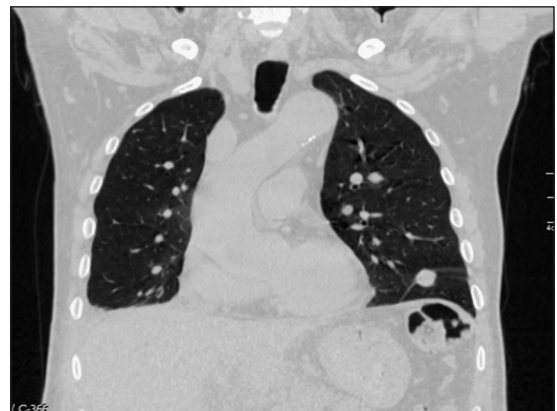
Tomografía de tórax con múltiples lesiones metastásicas pulmonares bilaterales y adenopatías en la ventana aorto-pulmonar izquierda.
